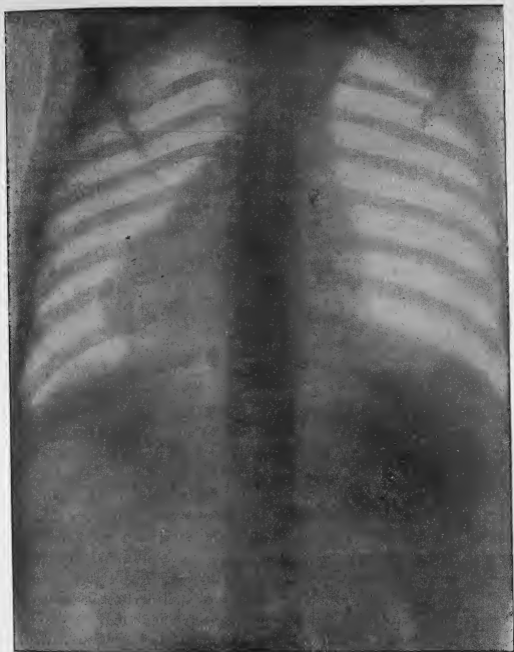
Radiographie d'un mal de Pott dorsal supérieur avec paralysie des membres supérieurs. On y voit deux masses triangulaires emplissant au niveau du point malade les gouttières vertébrales et se prolongeant en dehors par leur sommet dans la direction des branches du plexus brachial.
